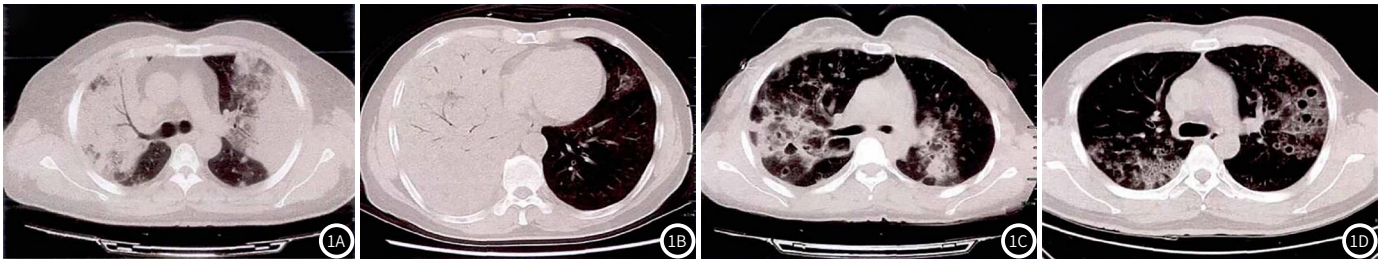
NSCLS患者胸部CT征象。图1A：双侧肺部存在大部分阴影，病灶可见空泡征与支气管充气征；图1B：右侧肺部存在实质病变，病灶内部有支气管充气征；图1C：双侧肺部存在多发病灶，其密度不匀，显示为空泡征；图1D：肺部存在磨玻璃密度影病变。
